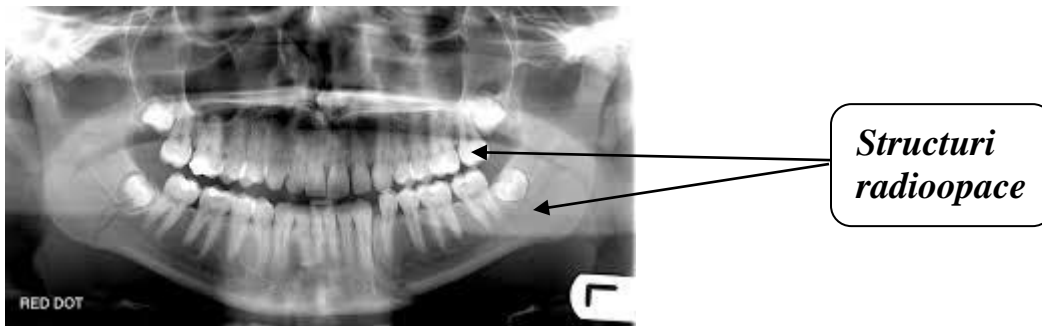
Imagine radiografică cu indicarea structurilor radioopace*
